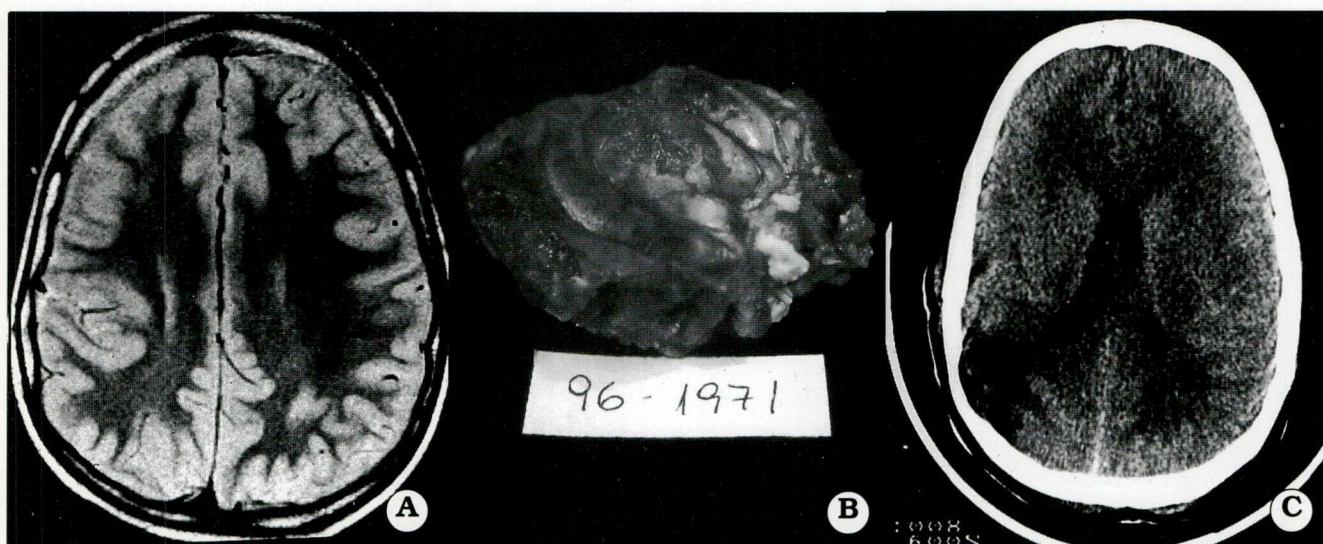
IRM, displasia del área parieto-central derecha (paciente varón, 10 años, con 6 años de evolución de epilepsia y hemiparesia congénita). Bajo guía ECoG se efectuó una lesionectomía ampliada. No se reseccó la parte de la lesión superpuesta al área sensorial primaria del cerebro. Actualmente se encuentra en clase ID de Engel. B. La pieza reseccada. C. TAC de control postoperatorio inmediato.
